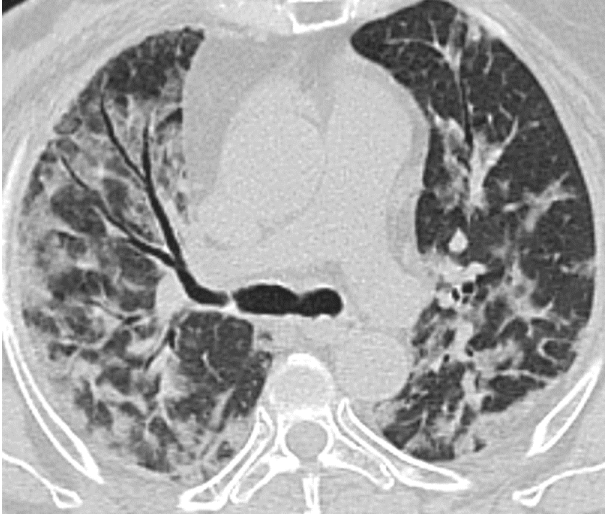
72 yaşında erkek olguda uçak yolculuğu ile gerçekleştirilen Umre seyahati dönüşünde boğaz ağrısı şikayeti mevcut olup yapılan RT-PCR testi pozitif geldi. Ardından çekilen toraks BT'de bilateral AC'lerde yaygın buzlu cam dansiteleri dikkati çekti.
